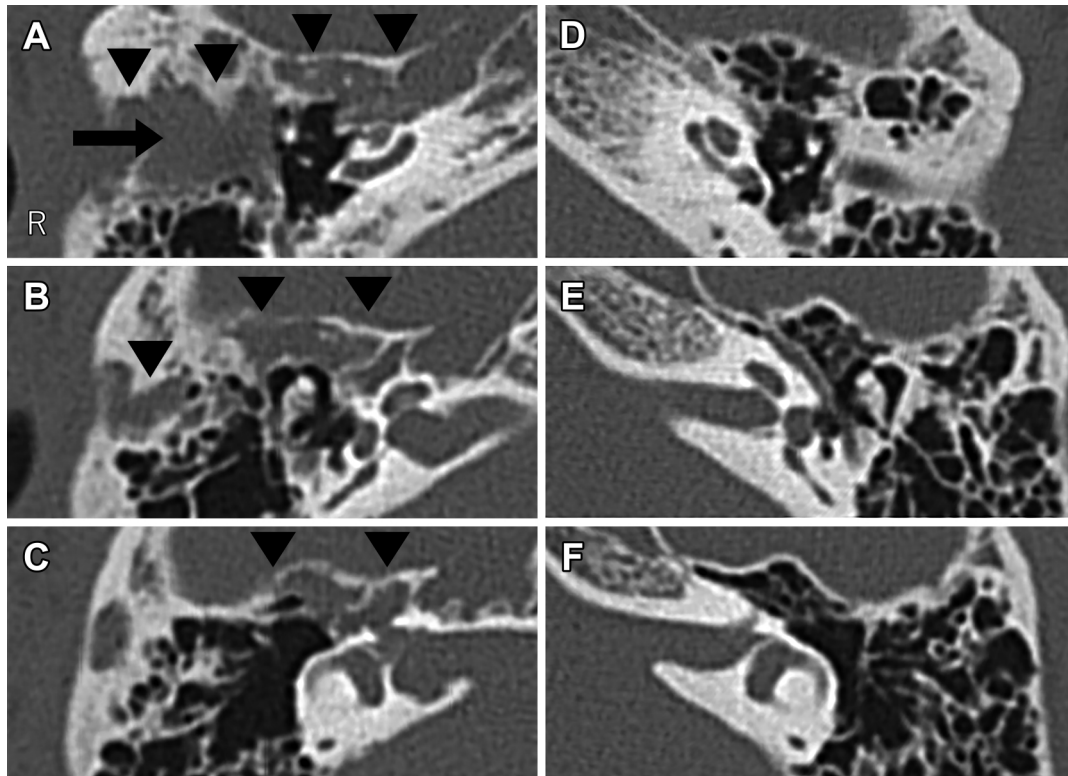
High-resolution CT on the second admission.
